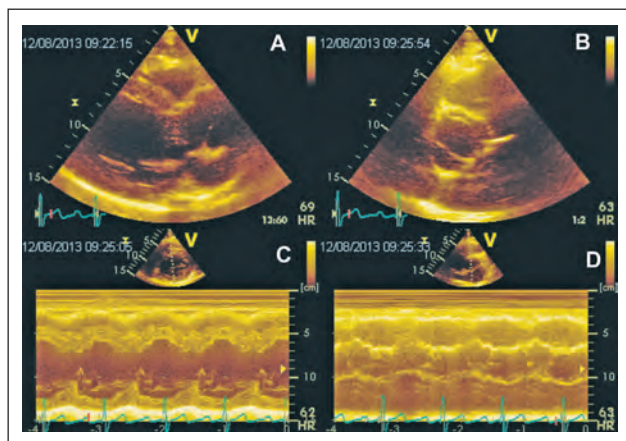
Parasternaler Längs- (A) und Querschnitt (B) bei bikuspider Aortenklappe und Darstellung im M-Mode (C, D). Der linke Ventrikel ist dilatiert und hypertrophiert (exzentrische Linkshypertrophie).
